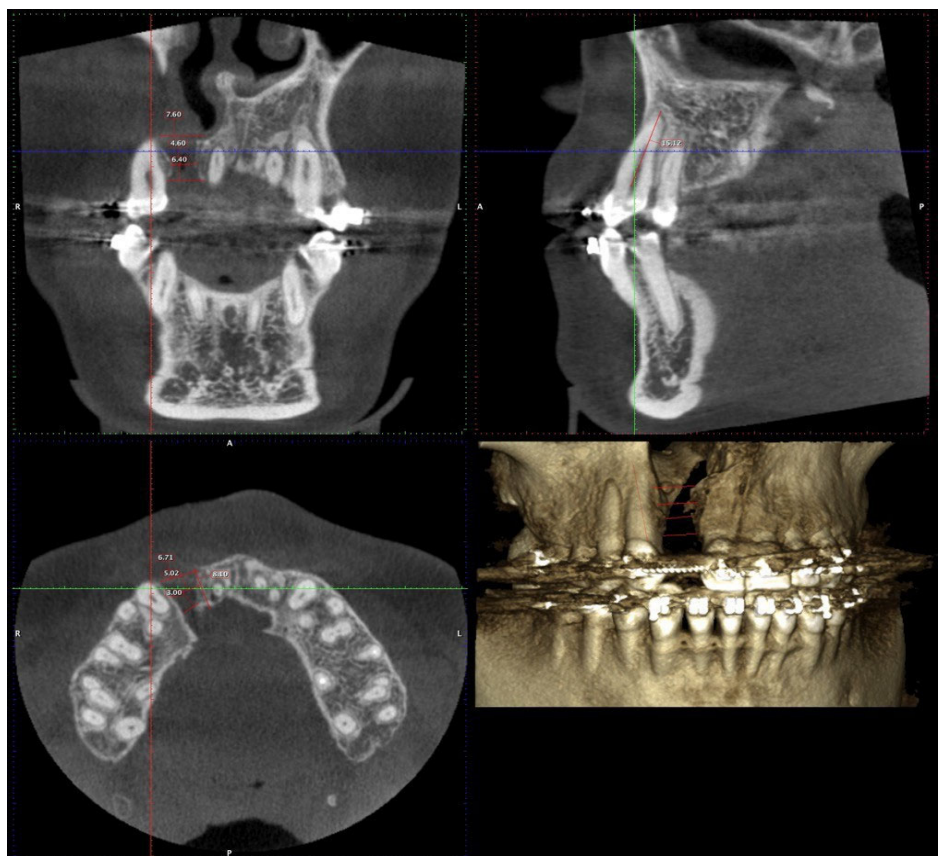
Evaluarea radiologică prin CBCT pre-operator a pacienților cu DLMP
